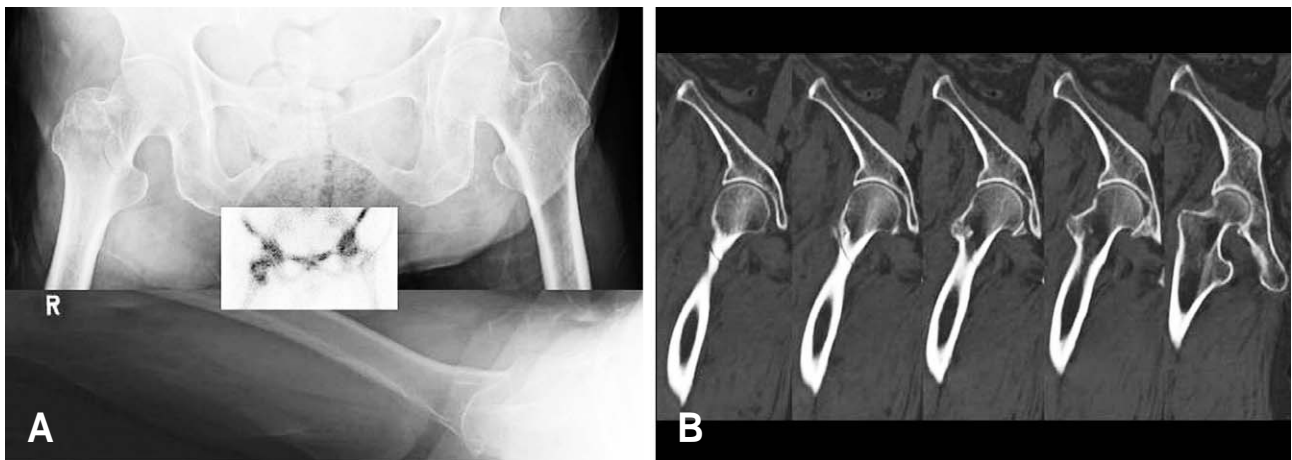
Case 3. (A) A radiolucent line was observed on plain radiography. Hot uptake was found in the intertrochanteric area on bone scintigram (inset). (B) Incomplete intertrochanteric fracture was readily seen on consecutive coronal MPR CT. The fracture is limited at anterior cortex characteristically.
